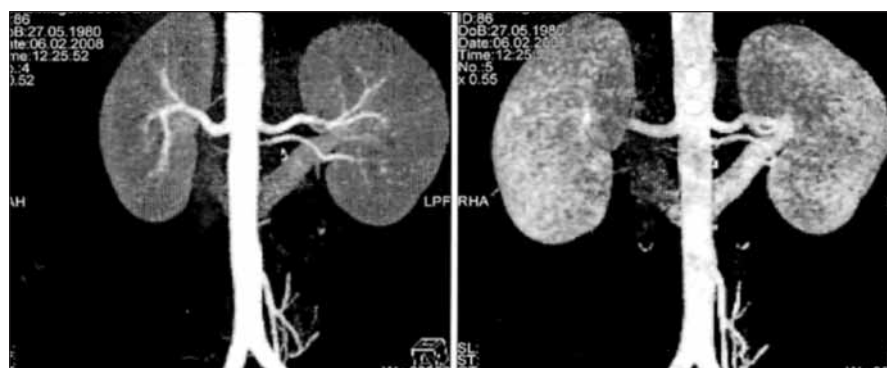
Компьютерная томография донора для РАТП с дополнительной почечной артерией
